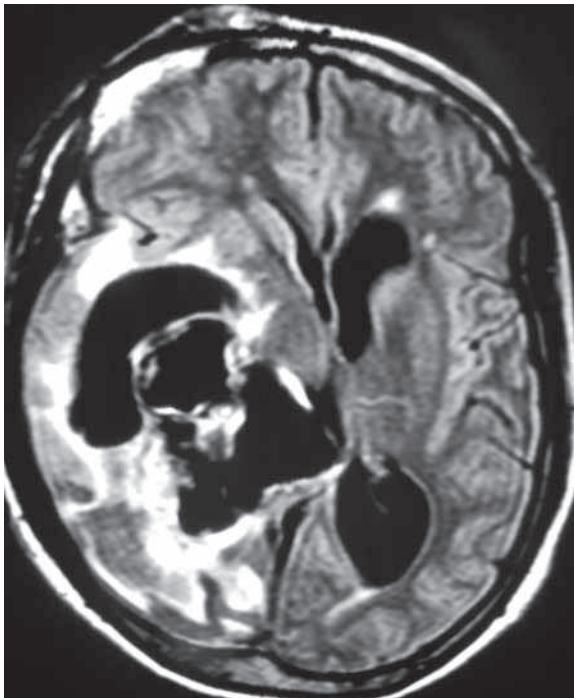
Ressonância nuclear magnética, corte axial, imagem ponderada em FLAIR, mostrando lesão com baixo sinal circundada por edema/gliose.
